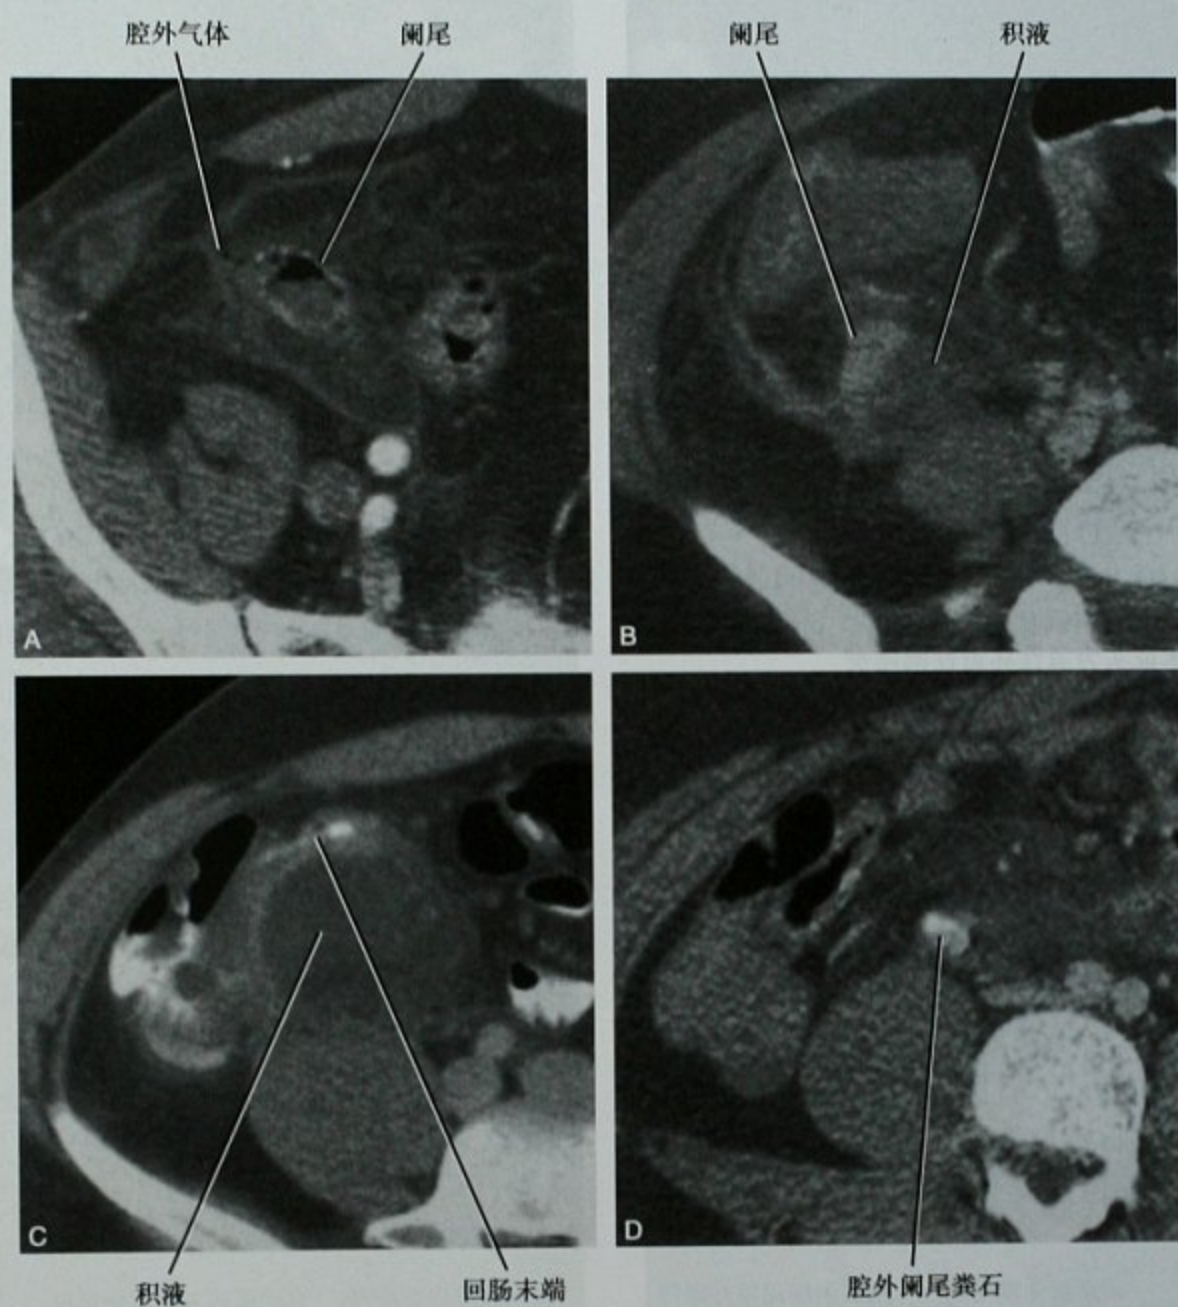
4 例不同患者横断位 CT 图像,显示急性阑尾炎穿孔的不同表现,A. 阑尾附近少量积气;B. 少量腔外积液;C. 大量积液继发影响回肠及盲肠;D. 腔外阑尾粪石
